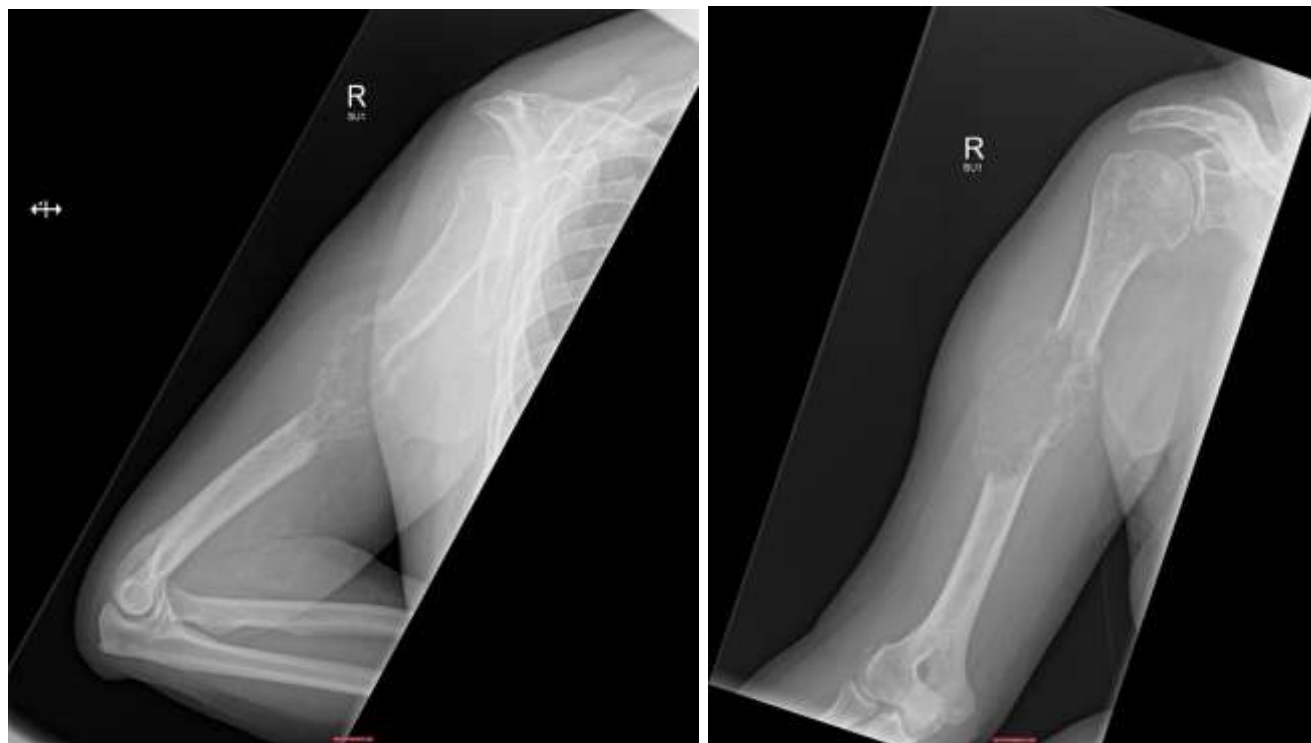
Radiographies du membre supérieur droit montrant une lésion lytiques agressive affectant la diaphyse moyenne de l'humérus. La biopsie est revenue en faveur d'un plasmocytome. [13]
